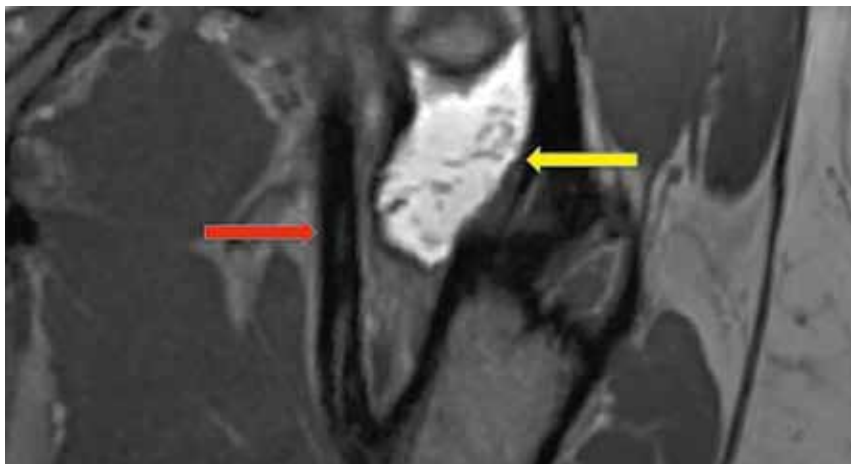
MRI 3T pánve s kyčelními klouby v PD sekvencích bez podání kontrastní látky v různých projekcích u pacientky se ŠHS vnitřního typu ze sk. č. 1. Žluté šipky zobrazují patologicky zvětšenou a naplněnou iliopektineální burzu. Červené šipky zobrazují šlachy iliopsoatu.
